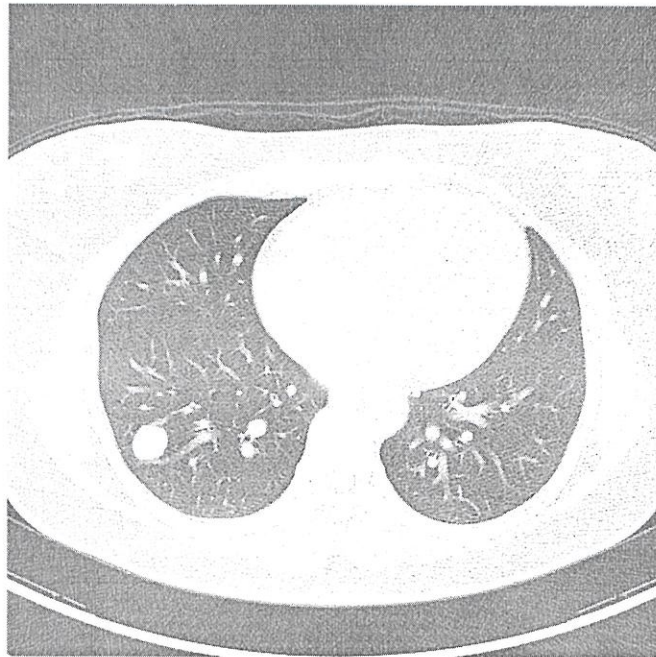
На аксиальном срезе КТ визуализируется узел с ровными контурами в нижней доле правого легкого. [Источник: Case courtesy of Dr Eric F Greif, Radiopaedia.org, rID: 41209]
